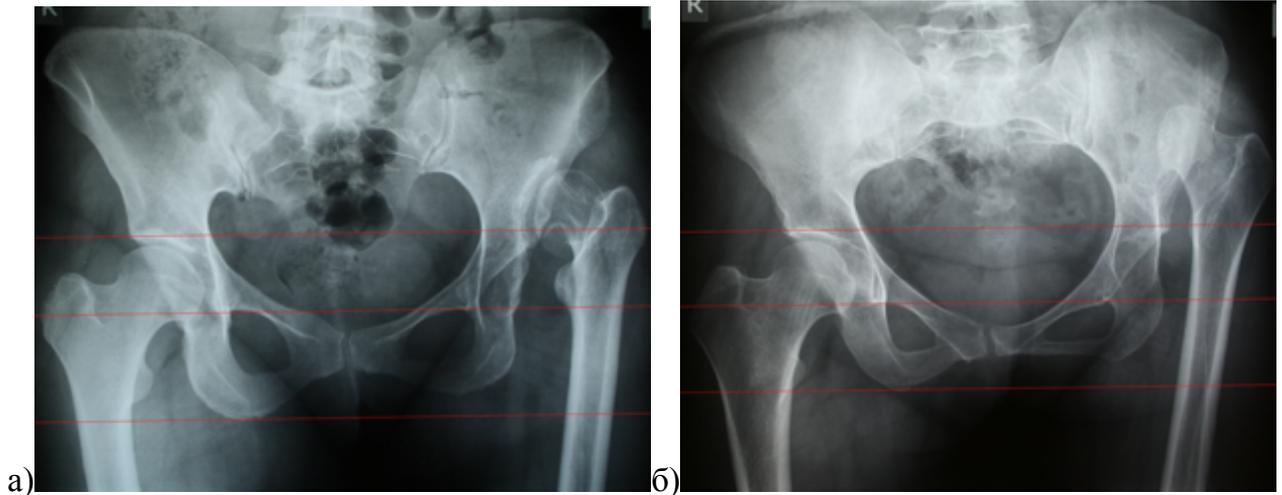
Рентгенограммы таза: а) пациентка 36 лет с односторонним высоким вывихом (тип С1 по Hartofilakidis); б) пациентка 38 лет с односторонним высоким вывихом (тип С2 по Hartofilakidis); в обоих наблюдениях отмечаются меньшие размеры половины таза на стороне вывиха (меньше высота таза, меньше высота вертлужной впадины)
